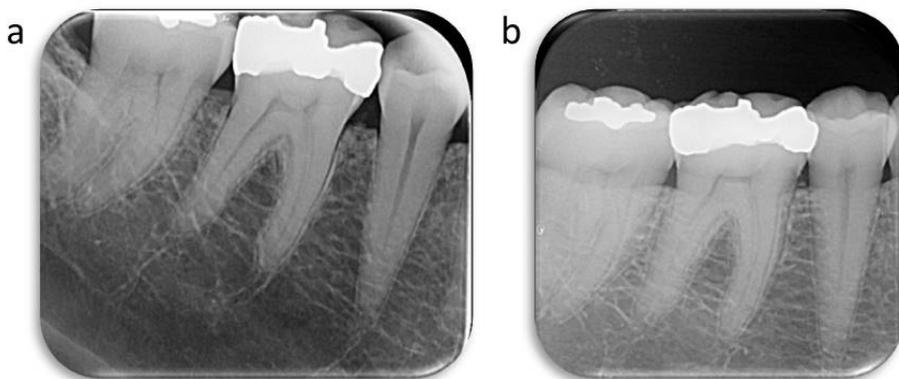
Radiografia periapical de um molar inferior com quatro canais: a) radiografia ortorradial, sendo visualizado dois canais na raiz mesial e um canal na raiz distal; b) radiografia mesiorradial, sendo visualizado dois canais na raiz mesial e dois canais na raiz distal. (Imagem dos autores)
